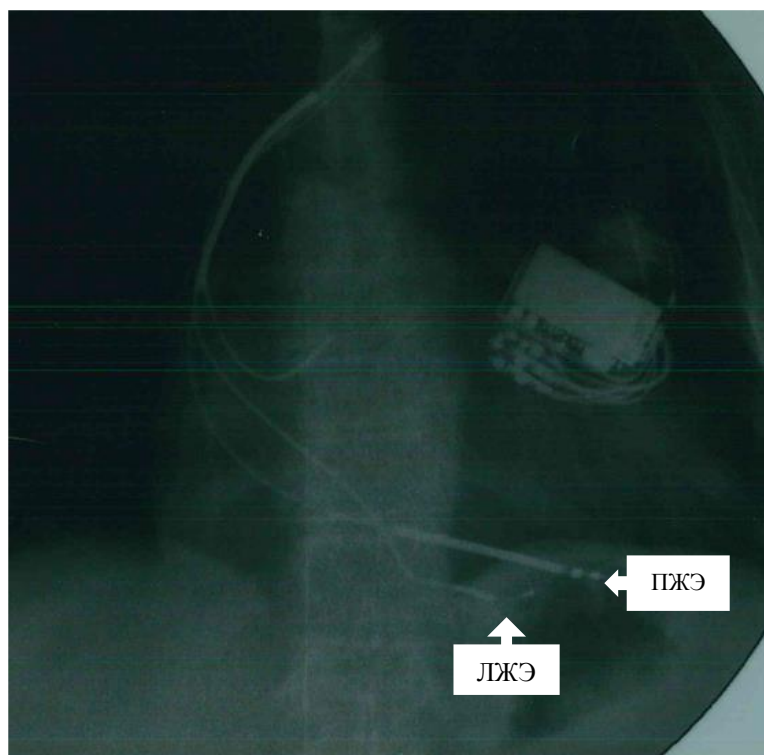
Рентгенологическое изображение сердца с имплантированным трехкамерным дефибриллятором СРТ-Д. Дефибриллирующий электрод в верхушке правого желудочка (ПЖЭ), левожелудочковый электрод в апикальном сегменте задней вены коронарного синуса (ЛЖЭ). Прямая проекция (АР)
